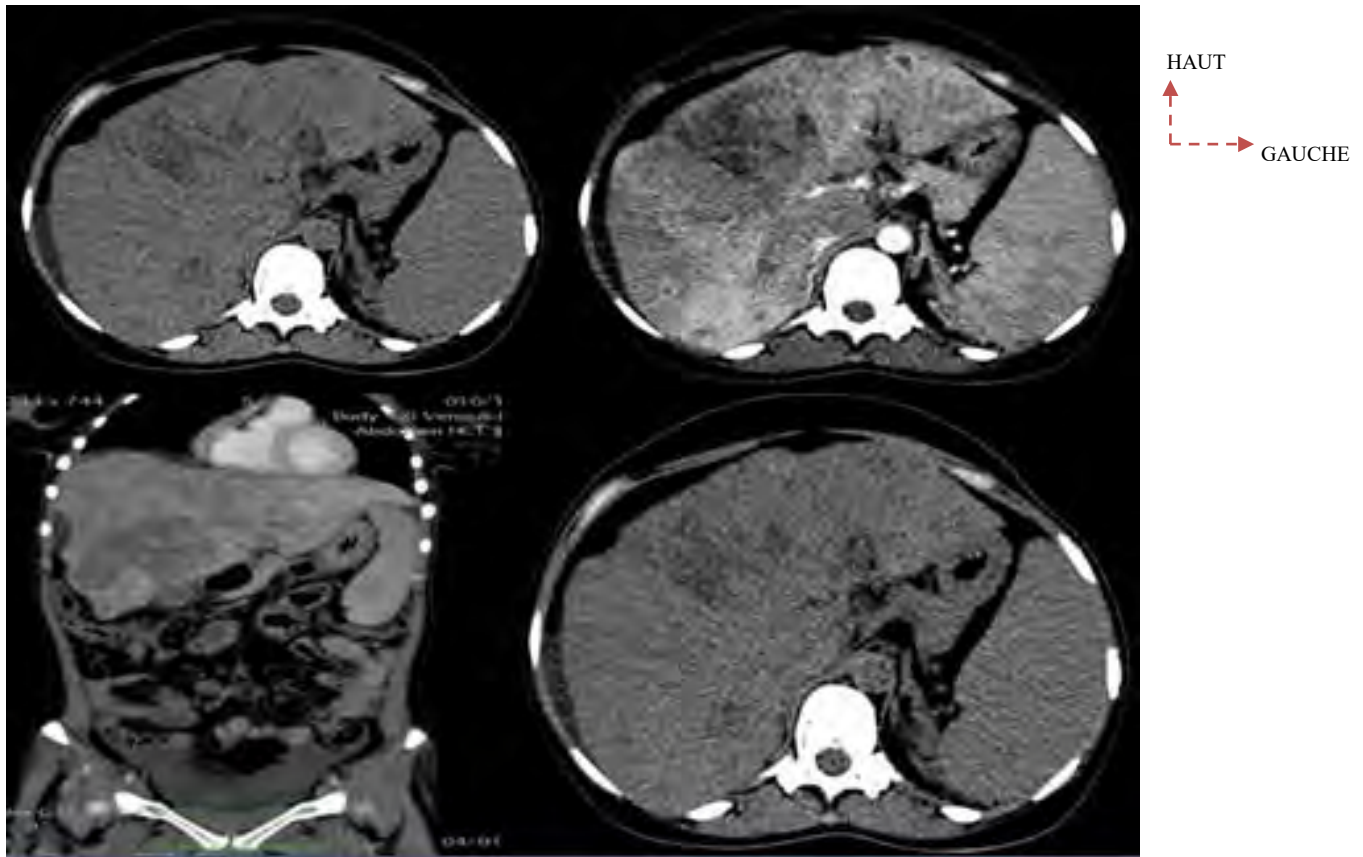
TDM abdominale sans et avec injection de PDC en reconstructions axiale et coronale montrant un foie dysmorphique hétérogène, siège de plusieurs lésions rehaussées fortement au temps artériel se lavant progressivement au temps portal et tardif associée évoquant un CHC chez un patient de 35 ans reçu pour hépatomégalie.
